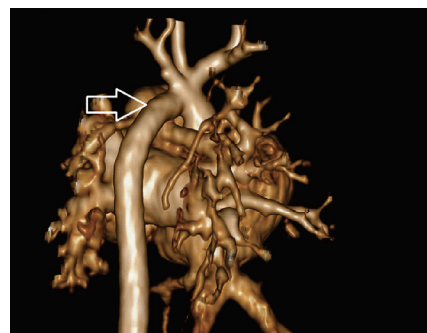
Картина мультиспиральной компьютерной томографии через 7 сут после операции. Стрелкой показан перешеек аорты за устьем левой подключичной артерии (4,9 мм)
